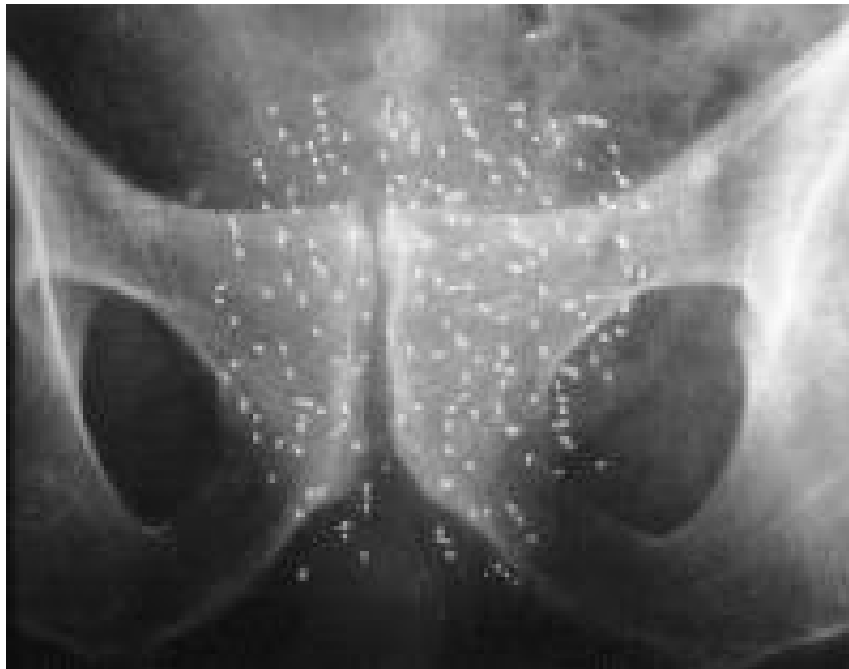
Postoperative Röntgenübersichtsaufnahme zur Kontrolle von Lage und Anzahl der Seeds
